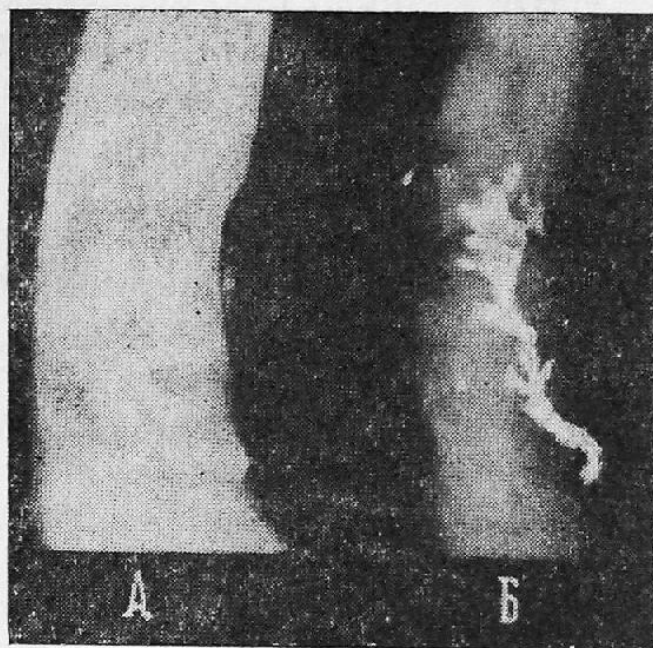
Рентгенограммы одного и того же отрезка аорты, заполненного контрастными массами, приготовленными на свинцовой (А) и кальциевой (Б) основах
